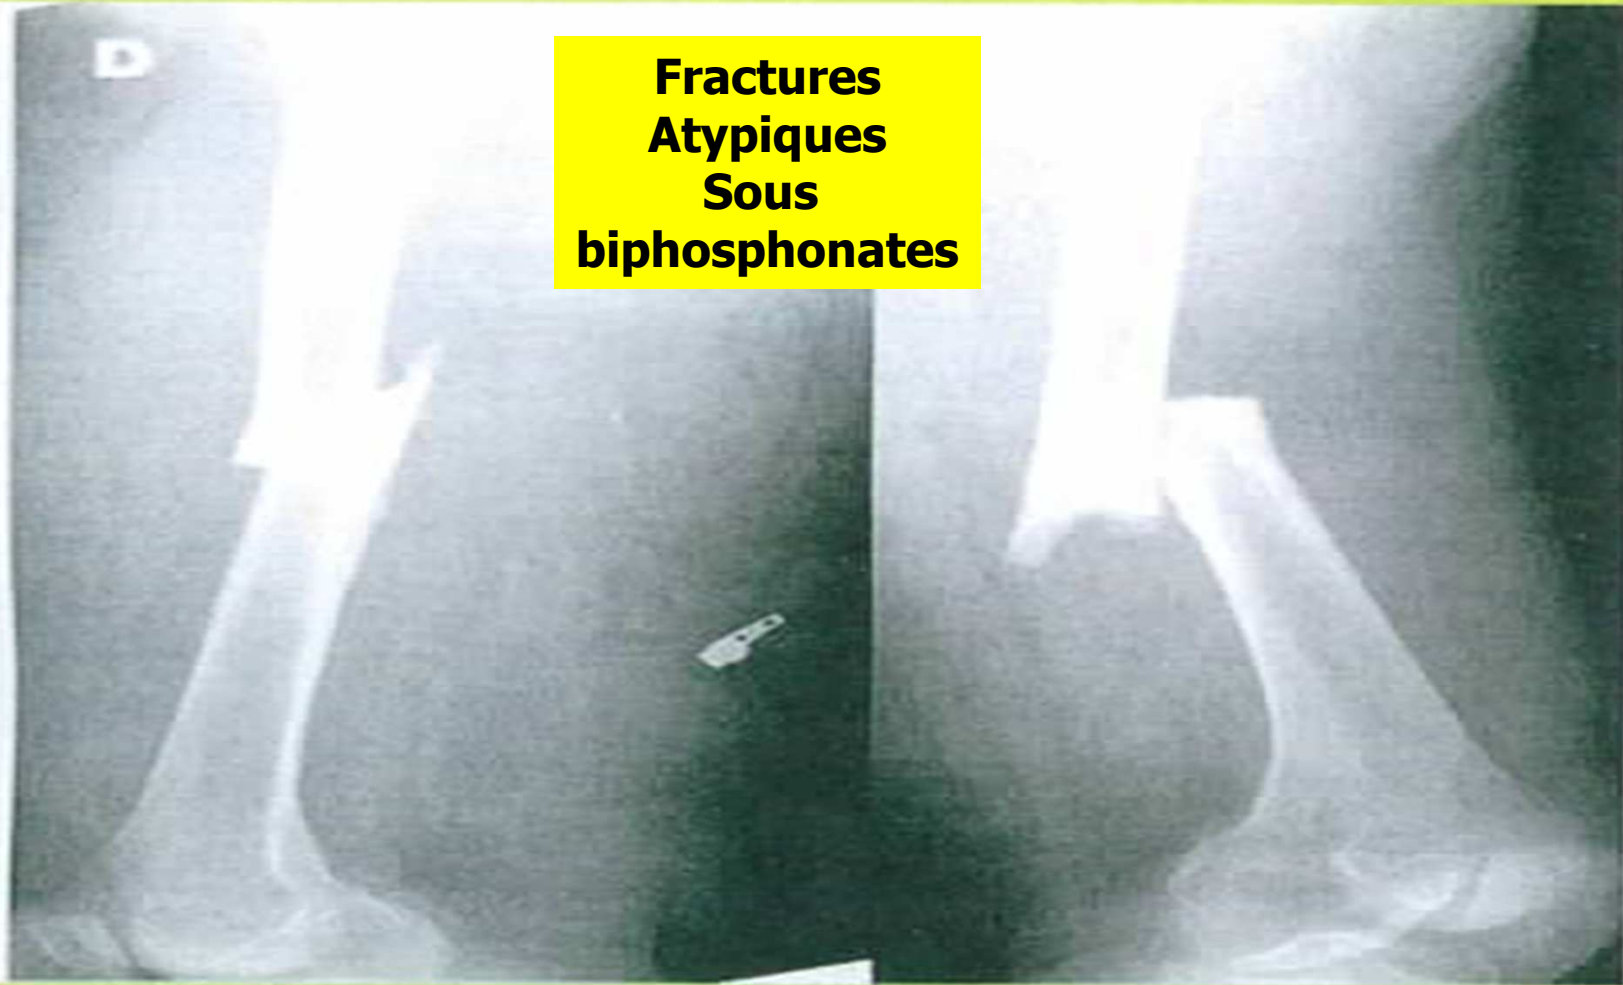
Radiographies des fémurs droit et gauche
